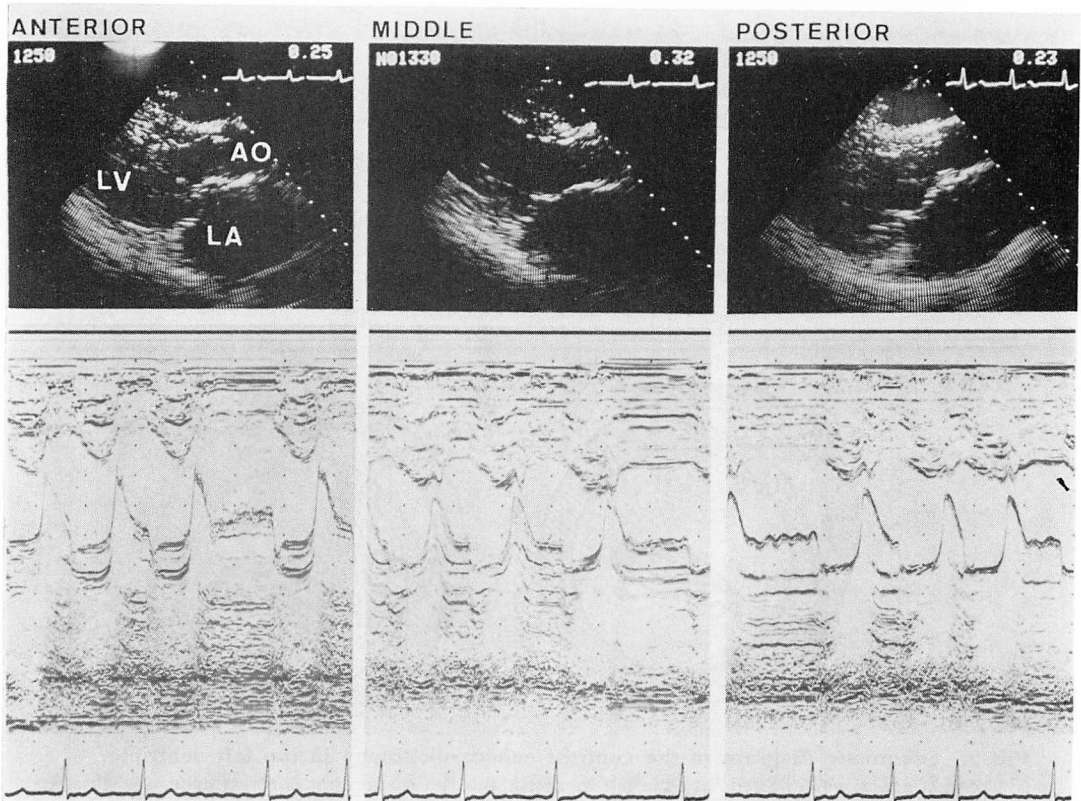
Cross-sectional and M-mode echocardiograms in Case 1.
